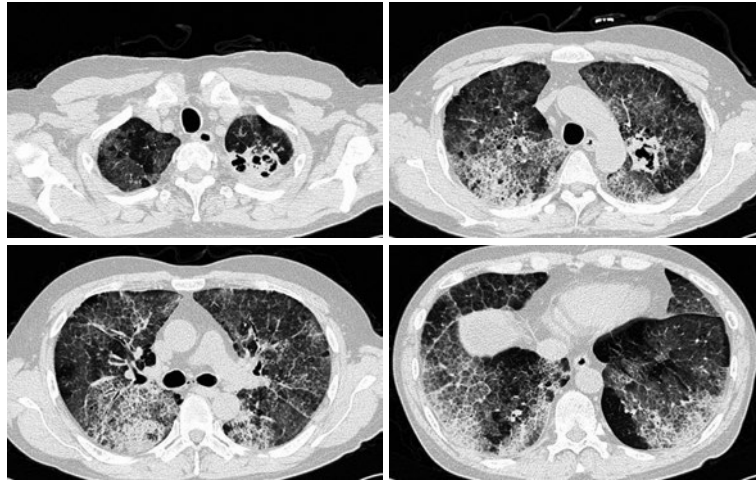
胸部単純CT肺野条件. 小葉間隔壁の肥厚を伴うびまん性すりガラス陰影, いわゆる crazy paving appearance を呈する.
